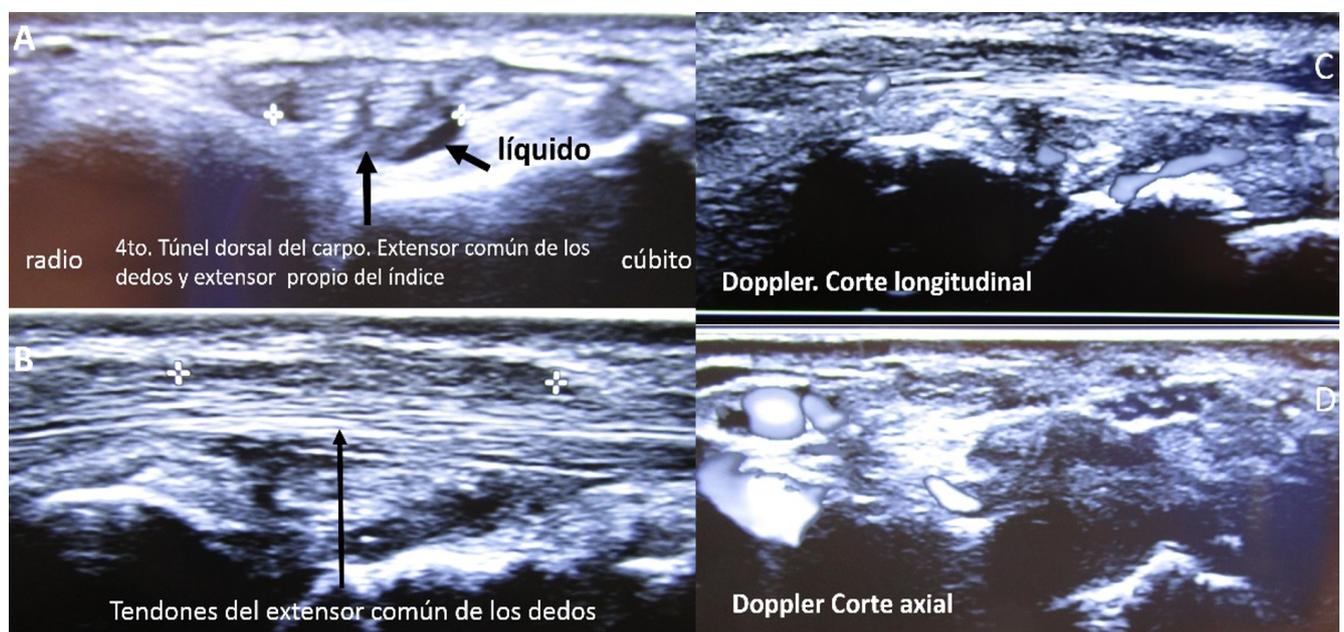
Estudio de ultrasonido de cara dorsal de muñeca derecha mostrando: en corte axial (A) aumento en la cantidad de líquido a nivel de la vaina sinovial del 4to túnel extensor de muñeca; en corte longitudinal (B) pérdida del patrón fibrilar de los tendones del extensor común de los dedos. Imágenes de aplicación Doppler de muñeca derecha, mostrando incremento en la vascularidad tanto en corte longitudinal (C), como axial (D) a nivel del 4to túnel extensor del carpo derecho.
